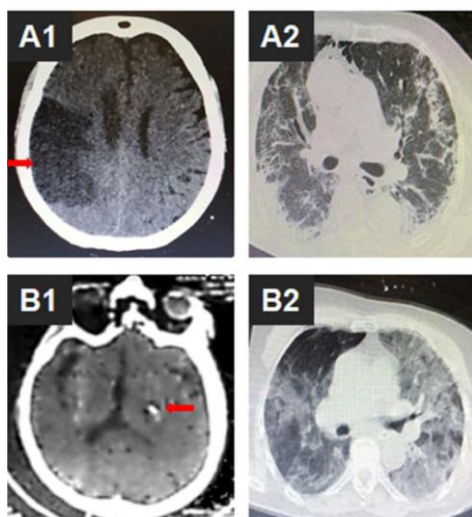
TC-CE (A1 e B1) e torácicas (A2 e B2) representativas de doentes com COVID-19 que sofreram um AVC. A seta vermelha mostra as localizações do enfarte cerebral, em A1, e da hemorragia cerebral, em B1 (Li et al., 2020).
